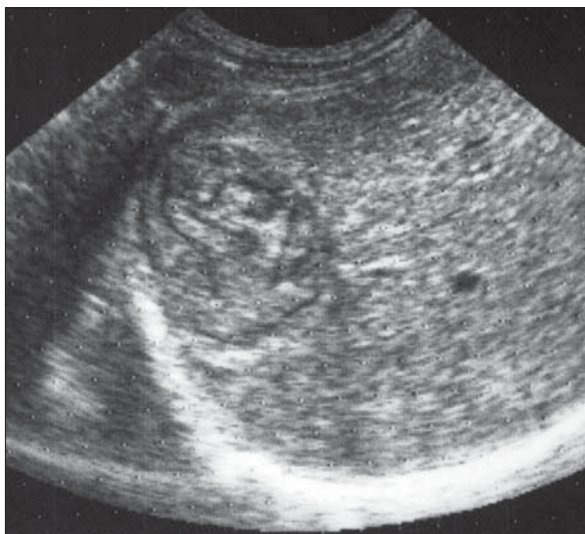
Chist hidatic mort. Ecografie. În segmentul VI se constată o formațiune ecogenă rotundă, bine delimitată, în interiorul căreia se disting linii hiperecogene.
